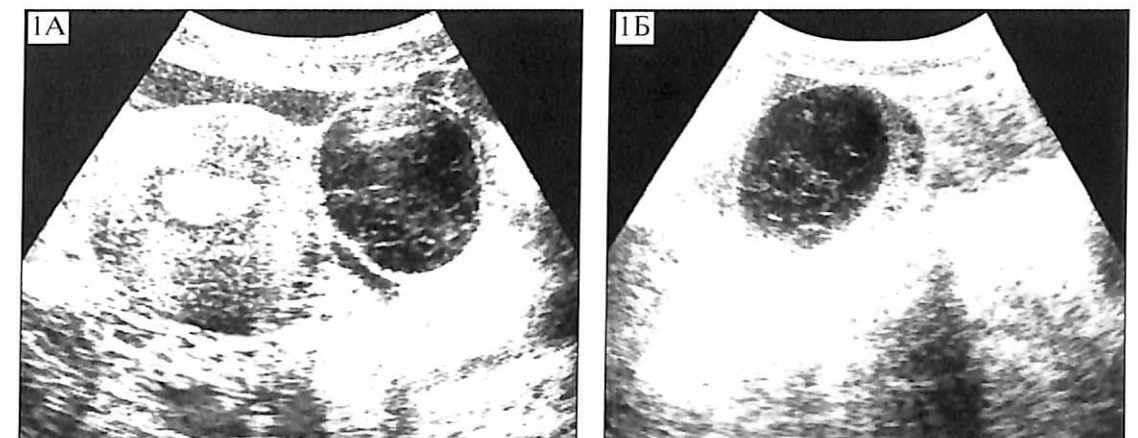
(1, 2 — трансабдоминальное УЗИ с полупустым МП, разные больные). Кровоизлияние в ЖТ с формированием геморрагической лютеиновой кисты.
